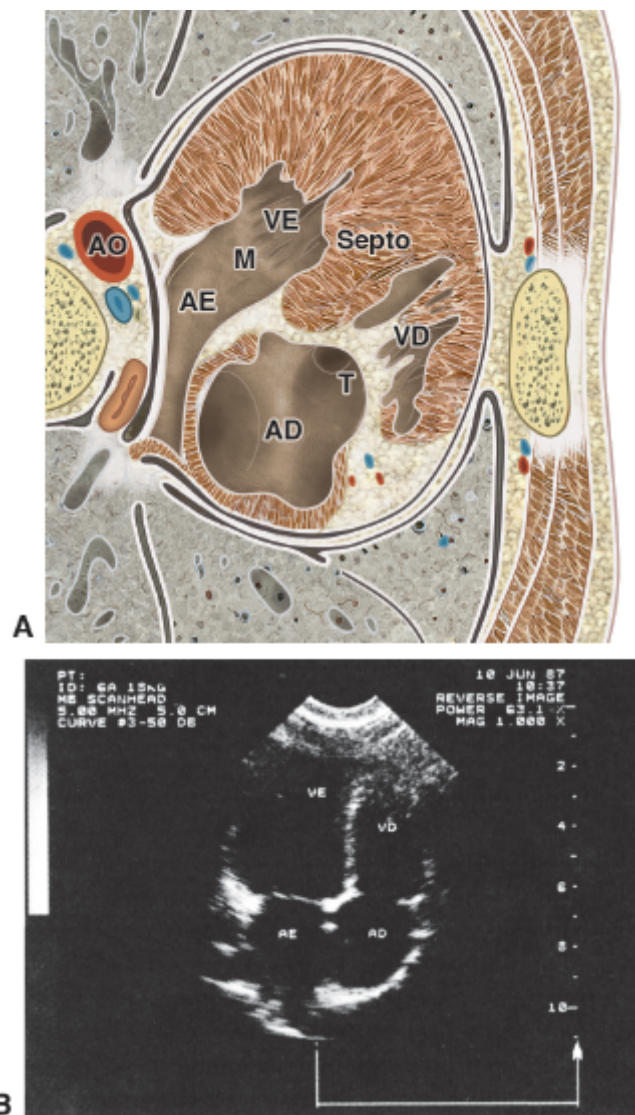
A. Corte transversal do tórax, vendo-se a relação da parede anterior do ventrículo direito com a parede anterior do tórax. B. Ecocardiograma bidimensional, posição apical, podendo-se ver as 4 câmaras cardíacas, os septos interatrial e interventricular e as valvas atrioventriculares. AD, átrio direito; AE, átrio esquerdo; VD, ventrículo direito; VE, ventrículo esquerdo; M, valva mitral; T, valva tricúspide.
